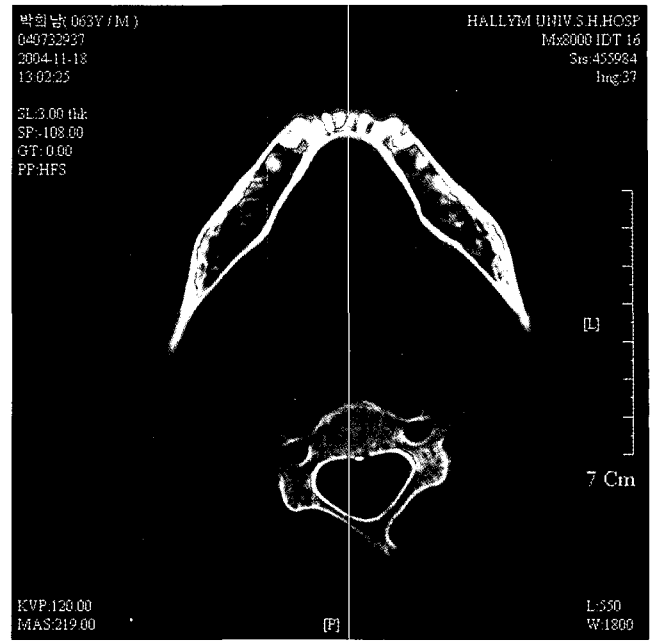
Axial CT scans. No demonstrable abnormal finding.
